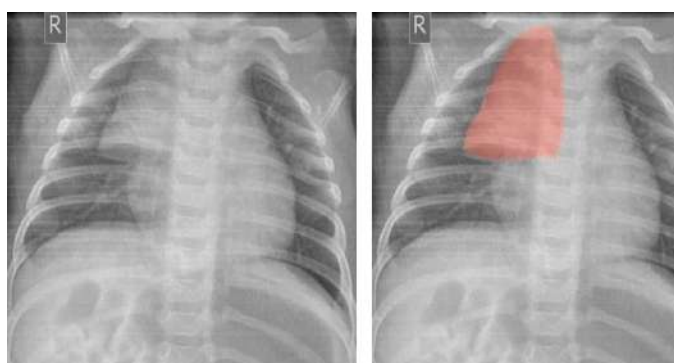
Radiografía de un niño de 20 días de nacido. Observe como el timo adquiere una forma triangular hacia el lado derecho, lo que se conoce como signo de la vela.
